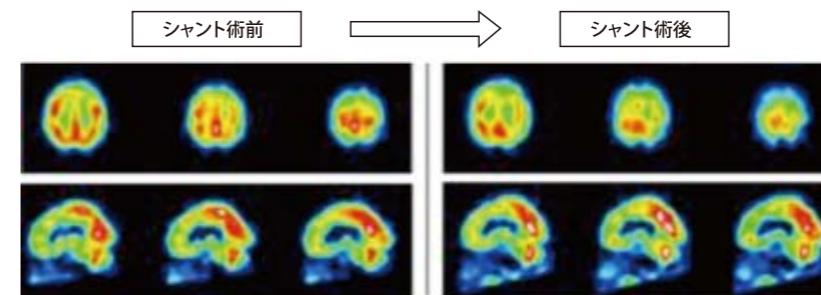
iNPH症例におけるシャント術前後の脳血流SPECT画像
